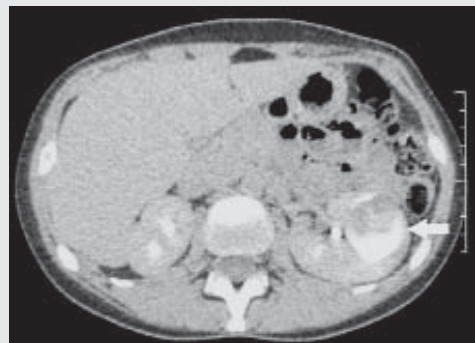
Sol böbrekte bir adet 5mm çaplı kalkül (ok). İ.V kontrast sonrası BT'de (3b) kalkülün hemen anteriorunda kontrast tutmayan kistik oluşum (ok). Geç dönemde yapılan incelemede
